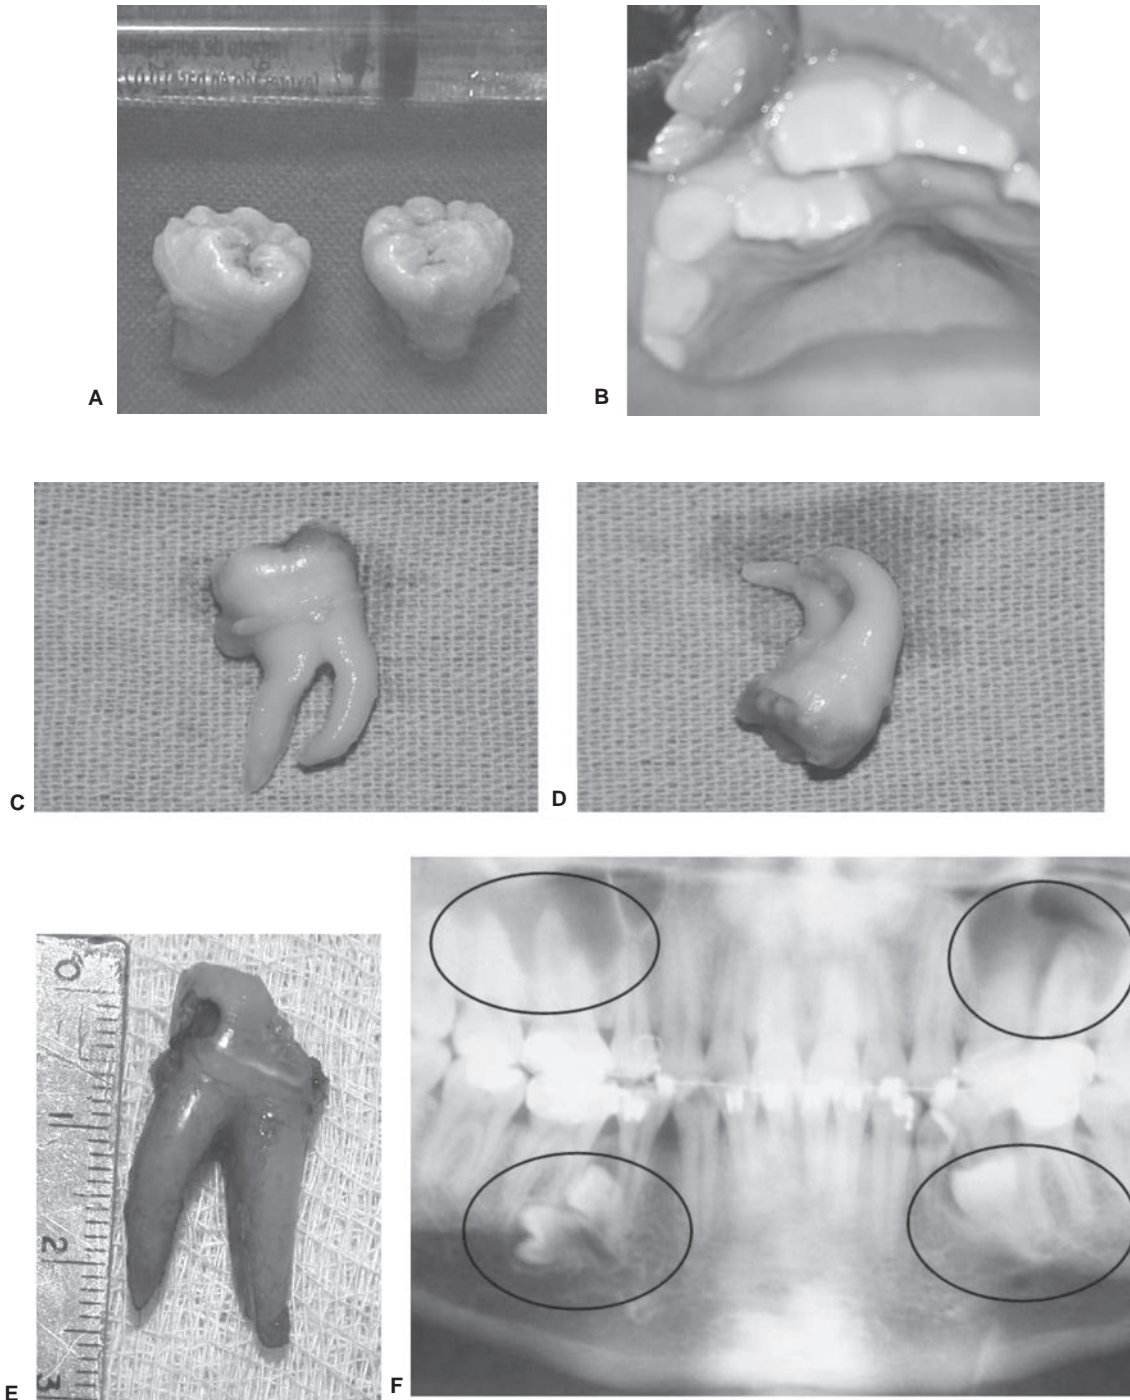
Formas coronarias anormales (A). Caso de geminación en región de incisivo lateral superior derecho, nótese la unión de dos dientes, uno de los cuales debió ser normal, y un supernumerario (B). Dilaceración radicular moderada (C) y más marcada (D). Molar inferior con caries y raíces largas (E). Radiografía panorámica en la que se observan diferentes órganos supernumerarios impactados inferiores en estrecha relación con el nervio mentoniano y el dentario inferior, así como con las raíces de molares superiores con el seno maxilar (F).
